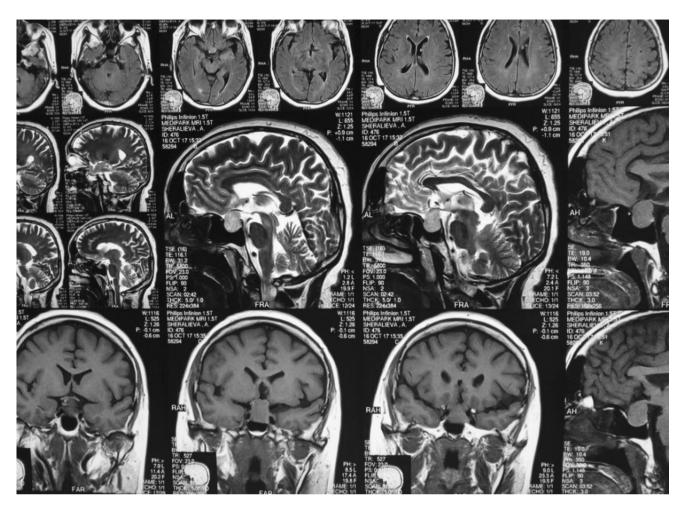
МРТ пациентки с аденомой гипофиза с эндо-, супра- и параселлярным ростом
